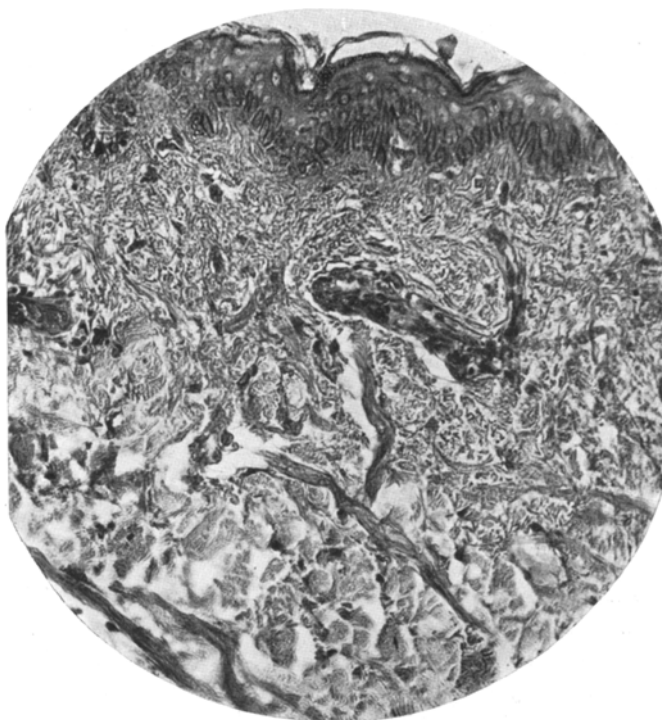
Zeiss Obj. 4 mm Apochromat. Okul. 2. Bindegewebersatz des leukämischen Gewebes nach Röntgenbestrahlung ($8\text{ H} = \frac{2}{3}\text{ HED}$, bei 170 KV. gefiltert durch 0,5 Zink).
